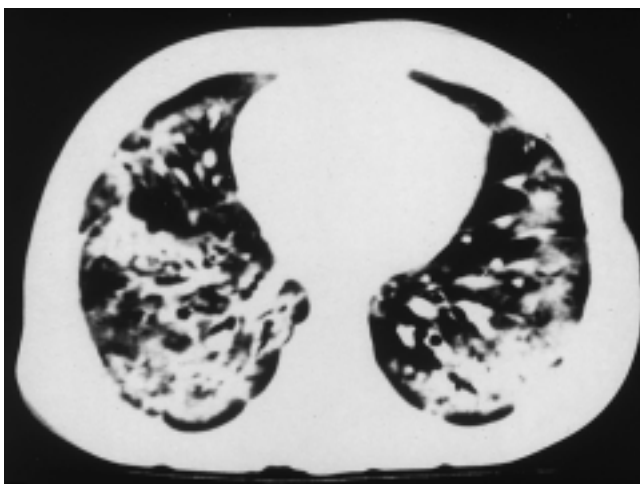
Computertomographie eines Patienten mit BOOP: fleckförmige Herde, unregelmäßig verteilt.
